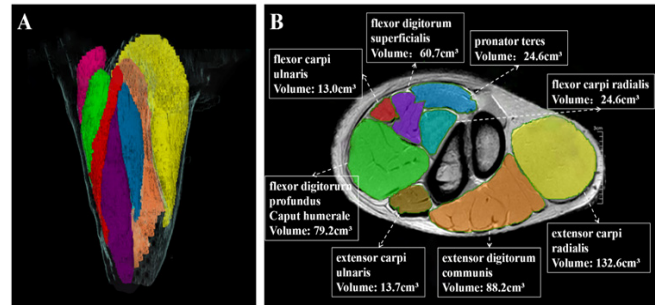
A. MRI-VOI 重建猪前肢的形态结构和三维形态清晰、形象; B. 横断面显示不同肌肉 (分别用不同颜色显示), 体积自动显示。
